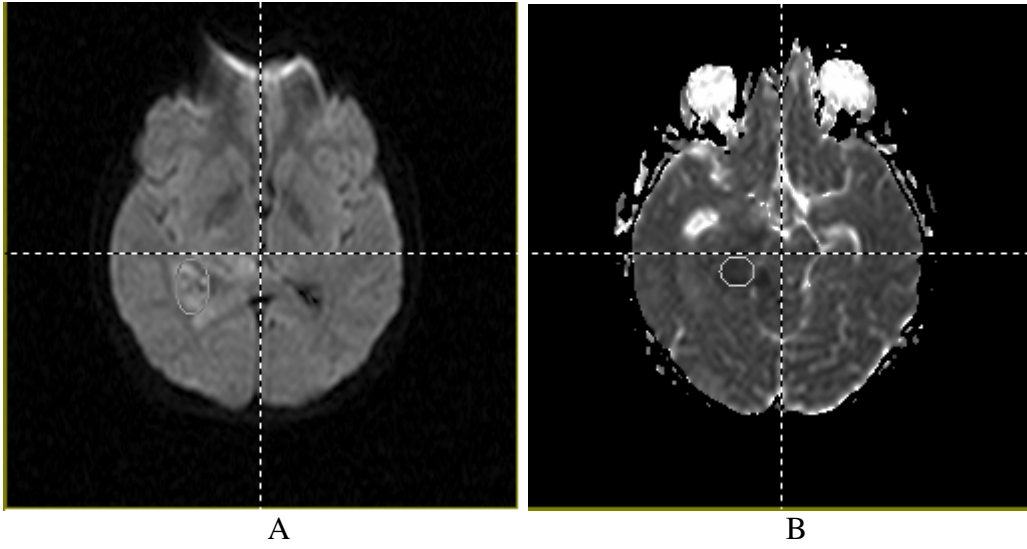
64 yaşında sağ temporopariyatal bölge GBM kadın vaka. DWI ve ADC harita üzerine elips şeklinde yerleştirilmiş ROI
